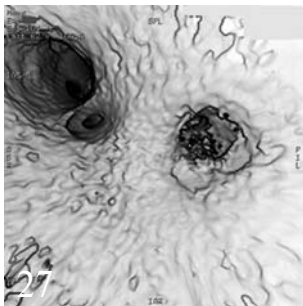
64-МСКТ устьев легочных вен.
